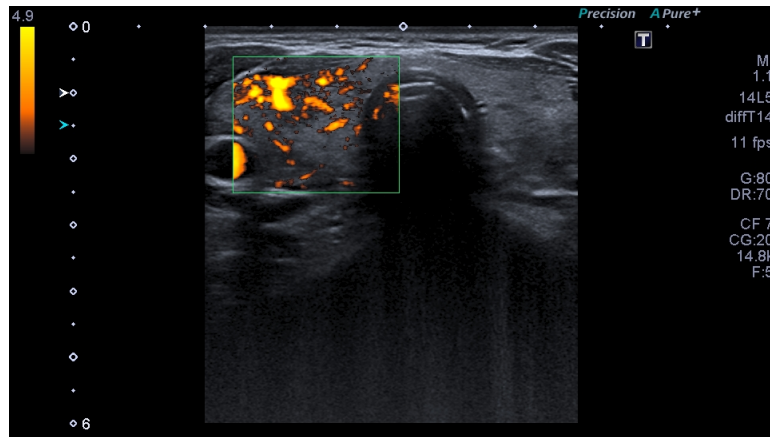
Power color o Doppler potencia o Power Doppler. Fuente: elaboración propia.
